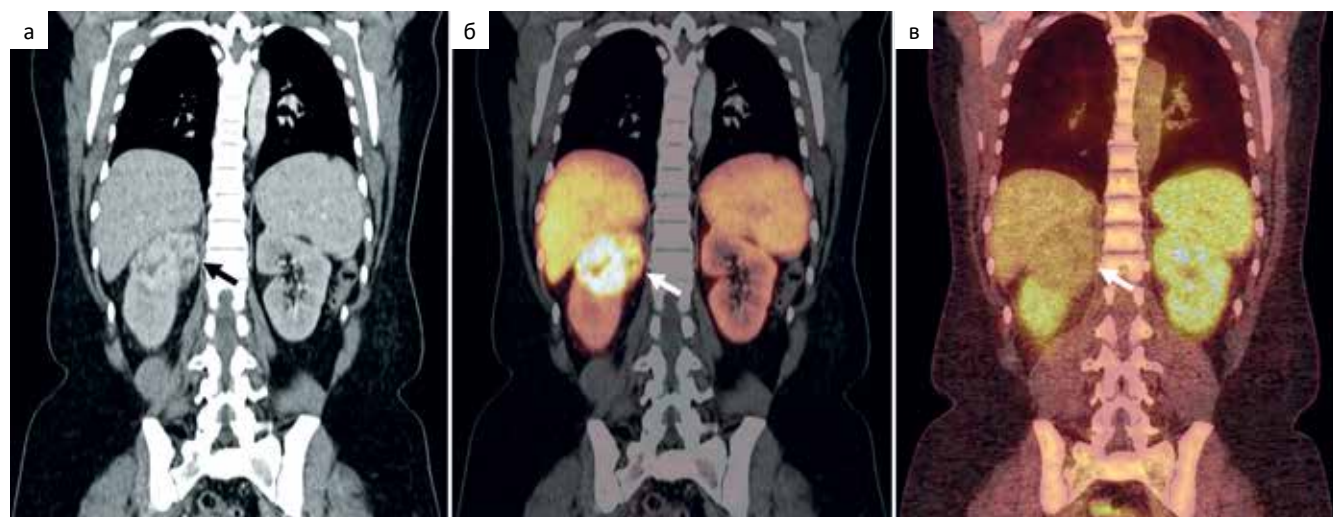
а — КТ с внутривенным контрастным усилением, корональная проекция, определяется образование верхнего полюса правой почки, интенсивно неоднородно накапливающее контрастный препарат, наибольшим аксиальным размером 60 мм; б — ПЭТ/КТ всего тела с ^{18}F -PSMA-1007, корональная проекция, отмечается интенсивное накопление РФЛП в образовании правой почки до SUV_{max} 67,49, соотношение опухоль/фон 6,16; в — ПЭТ/КТ всего тела с ^{18}F -ФДГ, корональная проекция, отмечается низкоинтенсивное накопление РФЛП в образовании правой почки до SUV_{max} 3,23, соотношение опухоль/фон 0,66
